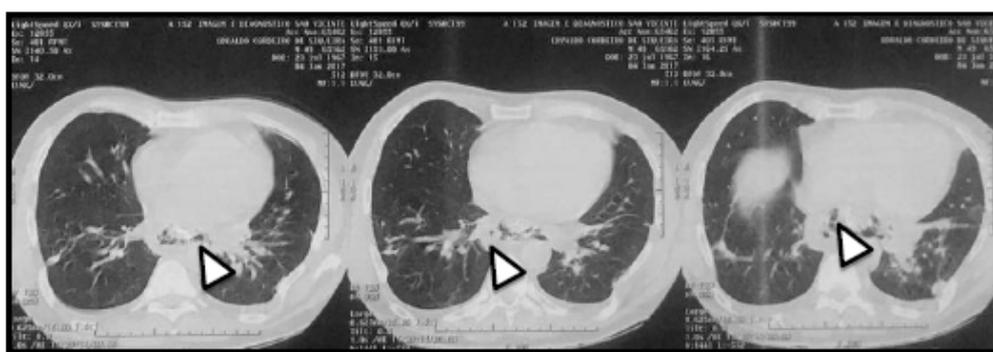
Tomografia computadorizada de tórax (janela Pulmonar). Cortes axiais demonstrando focos gasosos peri-esofagianos (setas)
